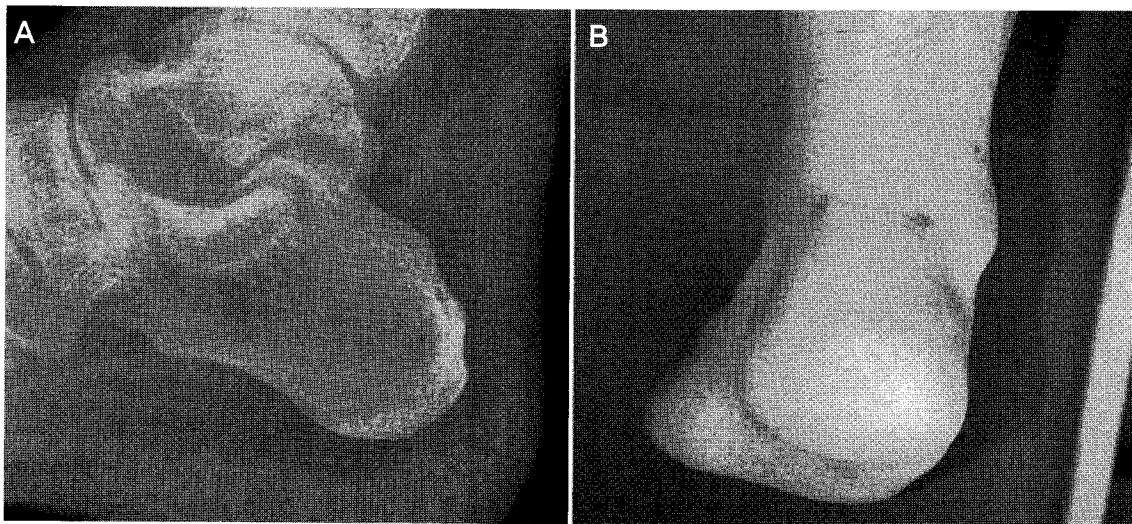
Postoperative 3 month radiograph (A) and clinical photograph (B).
